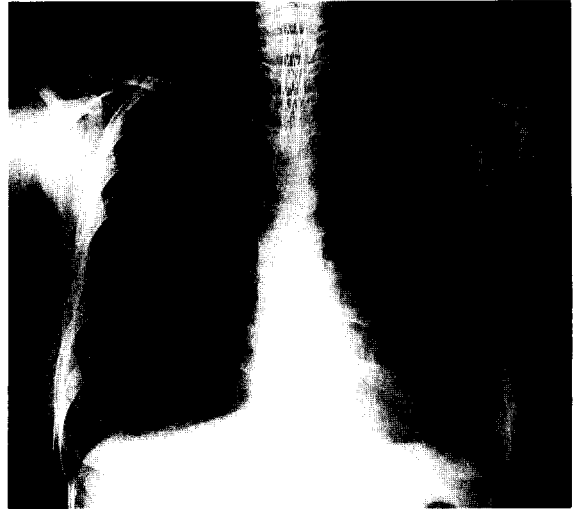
Preoperative simple chest X-ray (Case 1)
